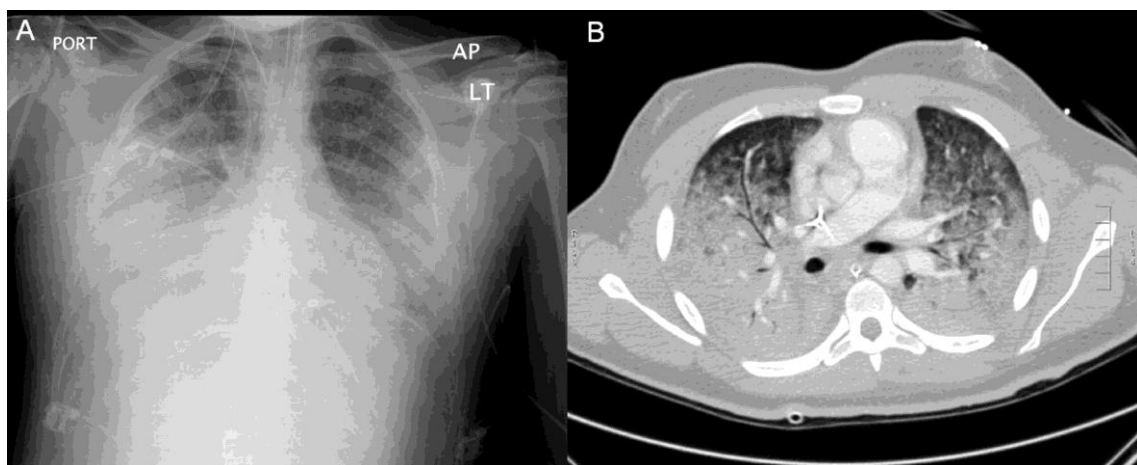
Radiografías de paciente con SDRA
